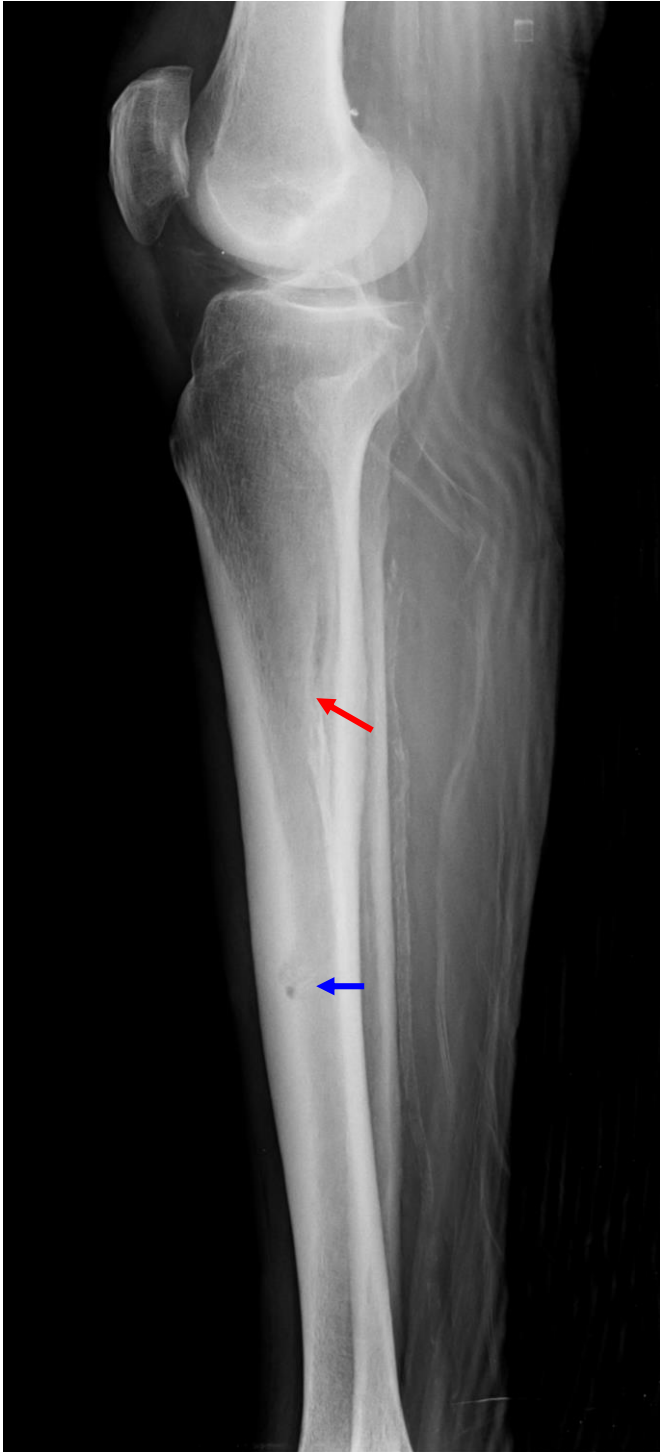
Radiografía convencional. Proyección lateral de la extremidad inferior mostrando un defecto cortical (flecha azul) y una lesión lítica serpiginosa en la porción medular de la tibia (flecha roja).
